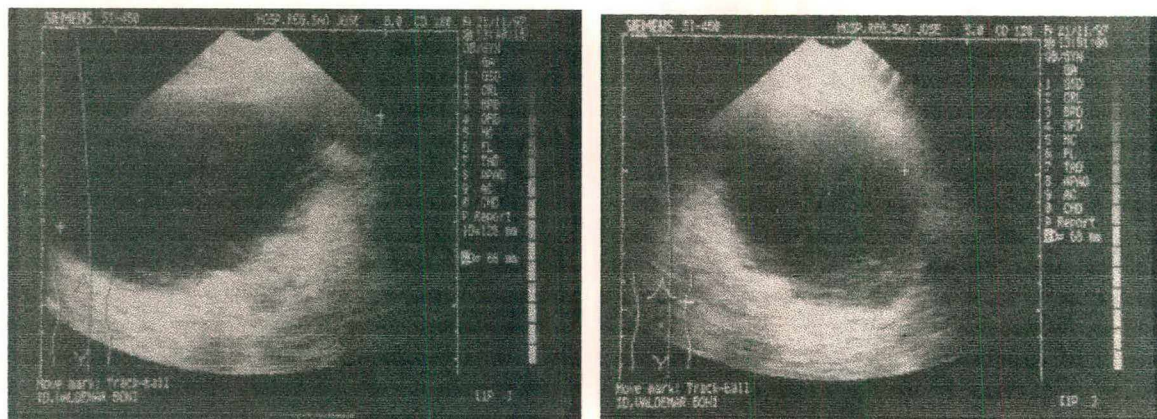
Ultrassonografia mostrando uma coleção líquida infra-diafragmática esquerda com debris em seu interior, medindo 12,5 cm x 6,8 cm x 6,6 cm, referindo-se a um hematoma subfrênico, complicação pós-operatória de paciente operado por anemia sideroblástica.
